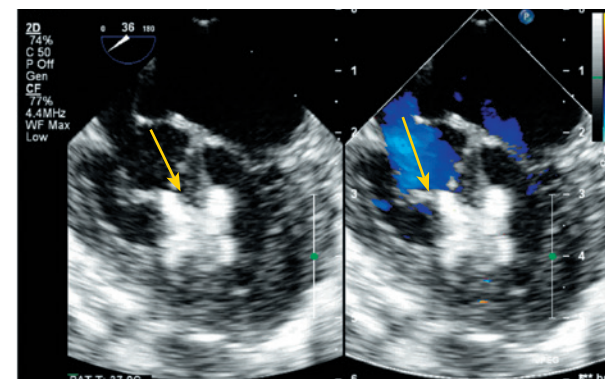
Закрытие дефекта межжелудочковой перегородки окклюдером (чреспищеводное) эхокардиография. Окклюдер указан стрелкой
